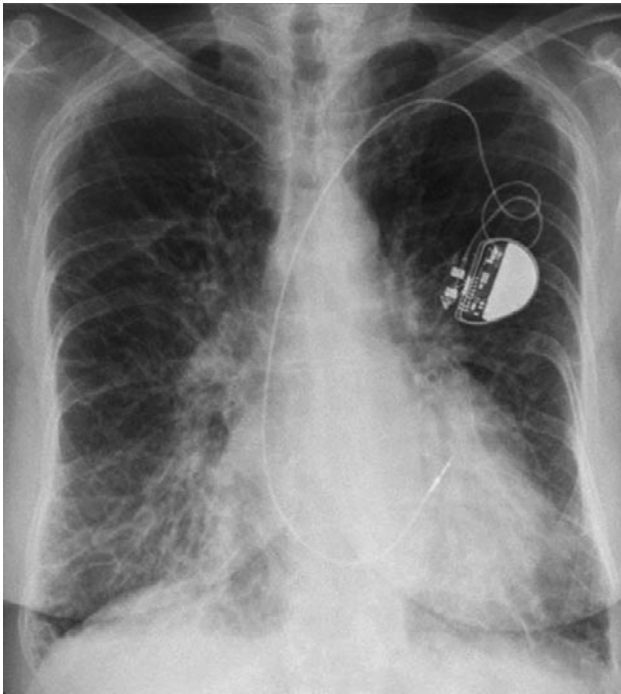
Оглядова рентгенограма ОГК з інтерстиціальним набряком легень (деформація легеневого рисунка за чарунковим типом). Ліворуч — штучний водій ритму
